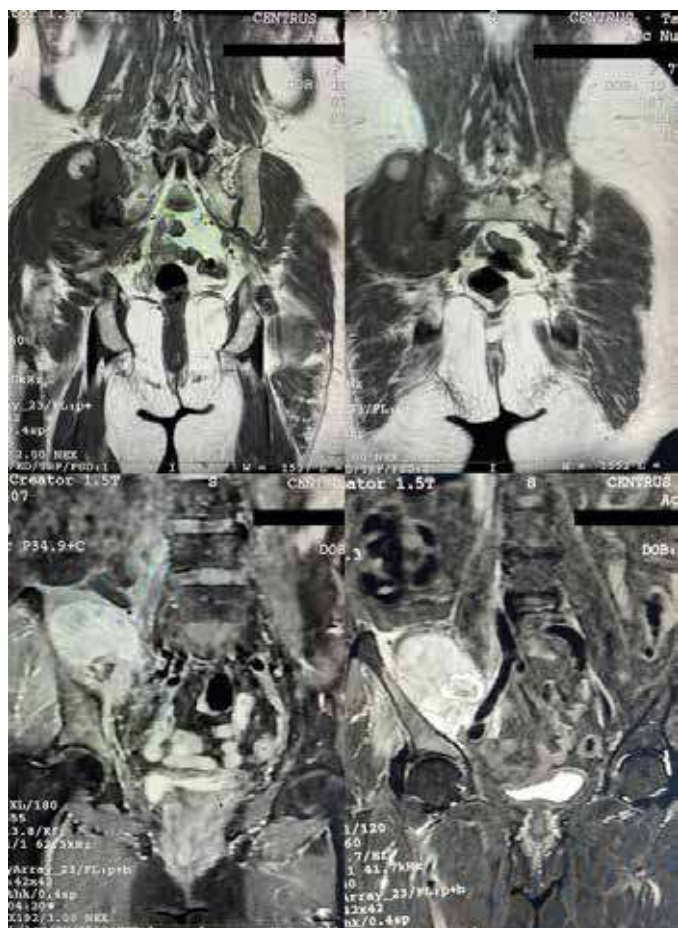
Exame de ressonância magnética da pelve, corte coronal em T1 e T2, evidenciando lesão expansiva e volumosa em osso ilíaco direito.
